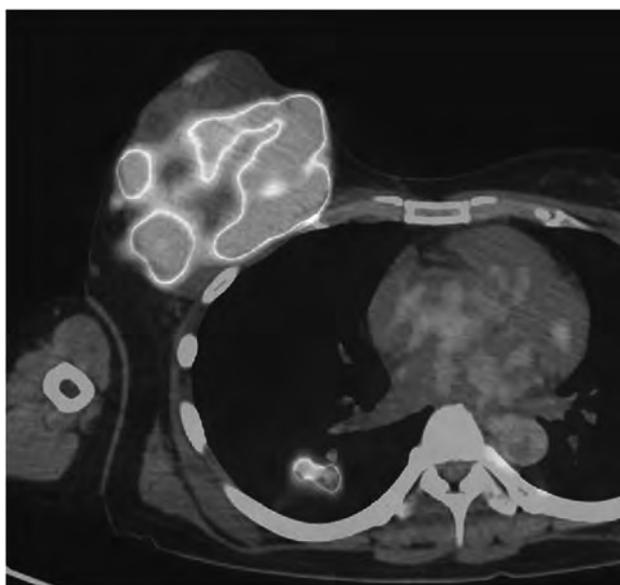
初診時 PET/CT では右乳房腫瘍に SUVmax25.90 の FDG 集積を認めた。多発肺転移を疑う腫瘍も認めた。
